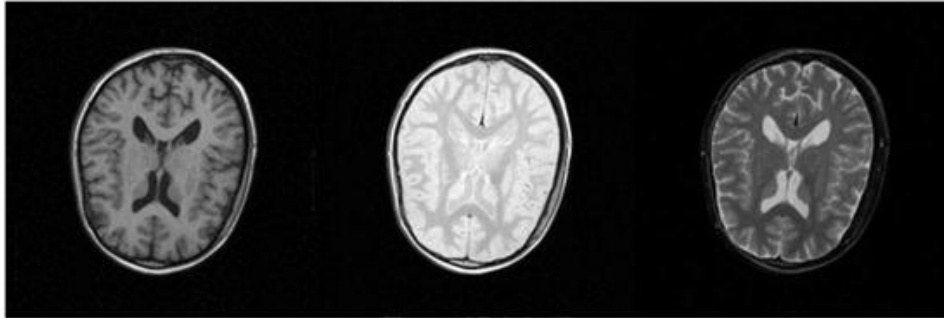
Tres tipos de IRM en una imagen del cerebro, de izquierda derecha: T1, PD, T2.
